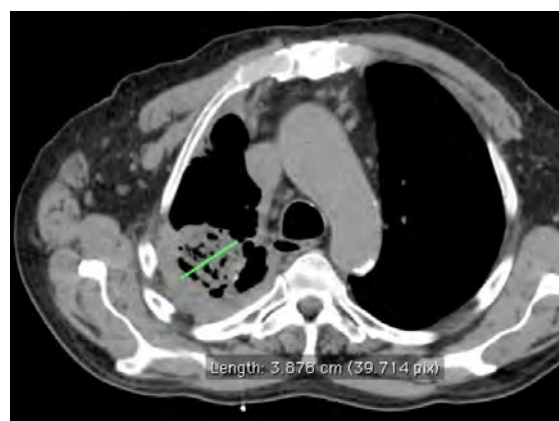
Imagem axial de TC não contrastada demonstrando cavidade pulmonar após a embolização das artérias brônquicas. A lesão mede 3,88 cm.
